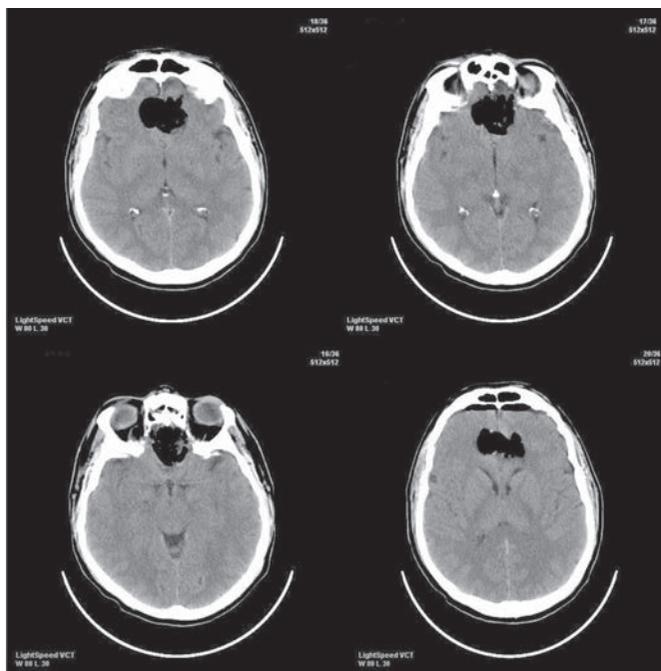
КТ головного мозга после операции.
